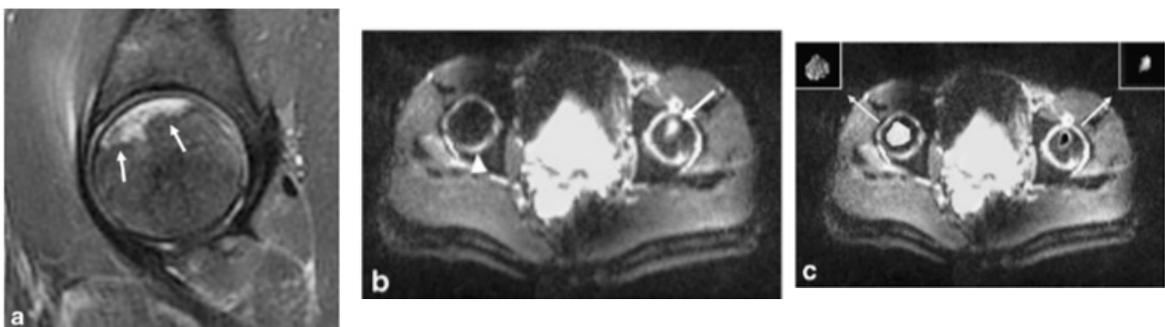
Imagem de Ressonância Nuclear Magnética da Pelve na NACF
